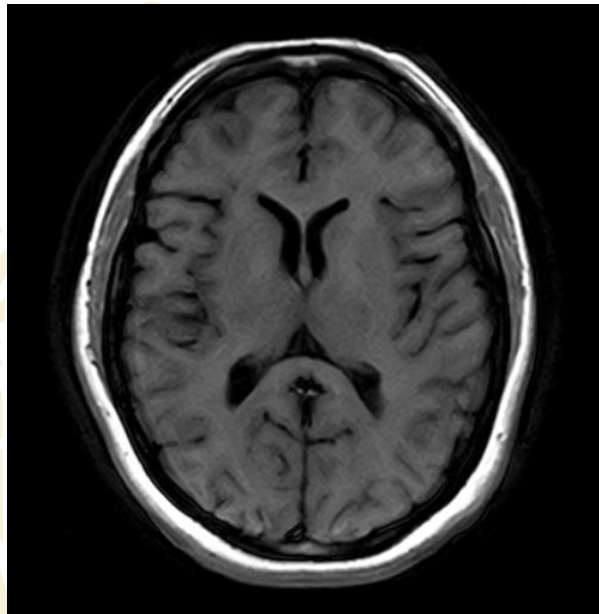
Imagen de Resonancia magnética en corte coronal.
